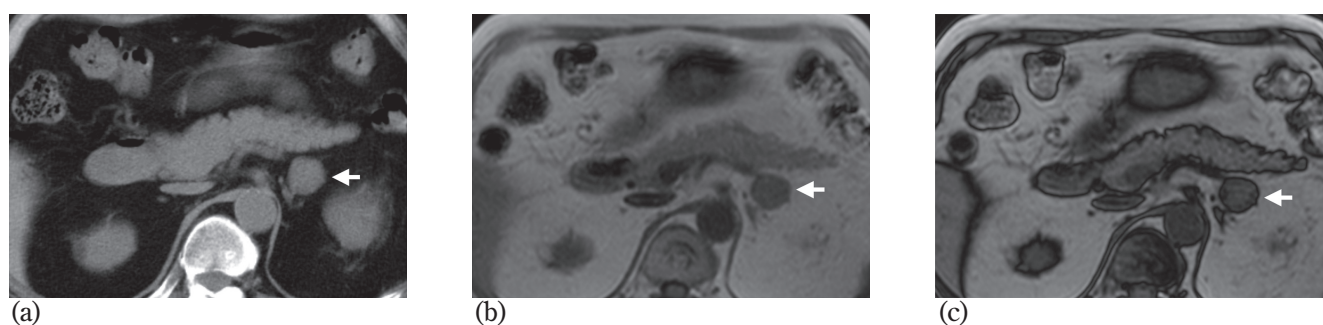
Left adrenal adenoma in 55 year-old-man associated with Cushing Syndrome (Type 3). (a) On the precontrast study, left adrenal adenoma is demonstrated as relatively high density mass. CT value is 32 HU. (b)in-phase image;(c)opposed-phase image; Compared with the in-phase images, signal intensity of left adrenal adenoma is slightly decreased on opposed-phase images. SNR is 0.84, and SIR is 0.86. The diagnosis was confirmed by surgery.
